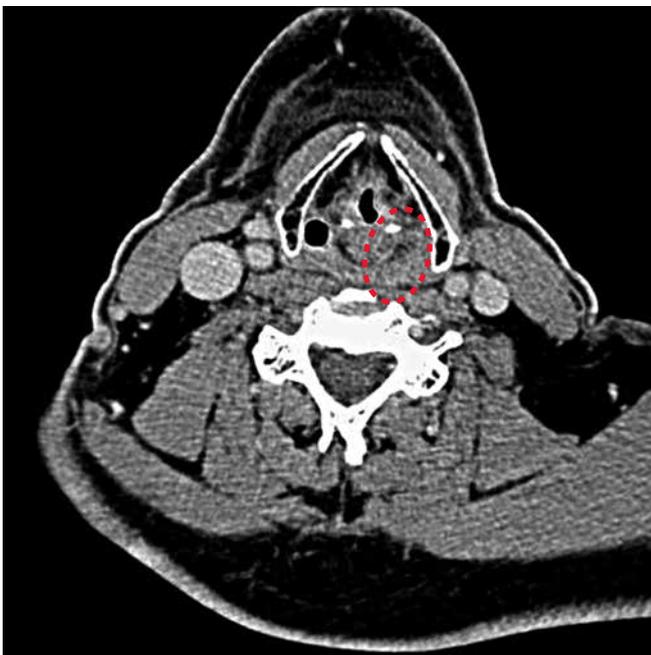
СКТ гортани через 3 мес после лечения
